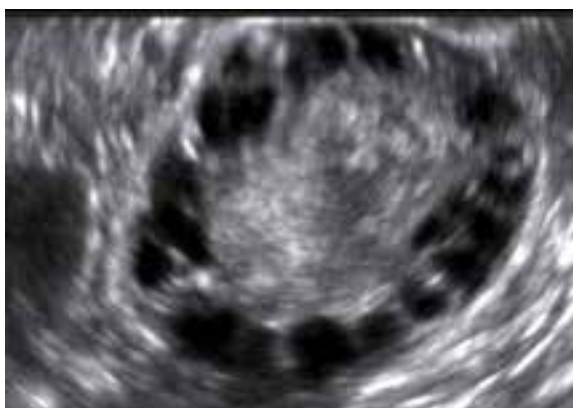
Ultrassonografia 2D , aquisição do ovário pela via endovaginal evidenciando vários folículos antrais .
